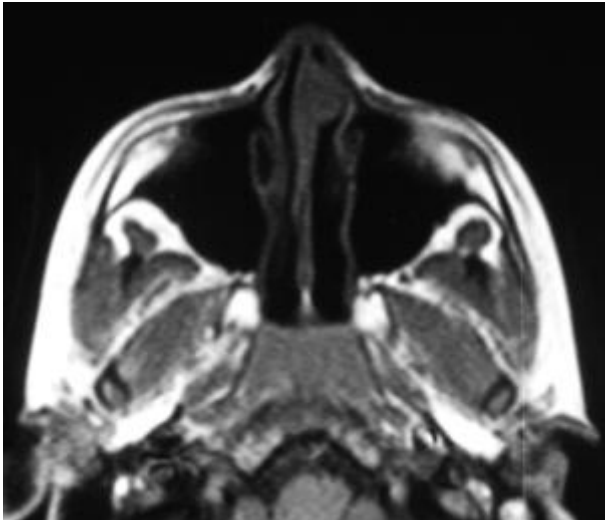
IRM en coupe axiale en séquence T 1:
